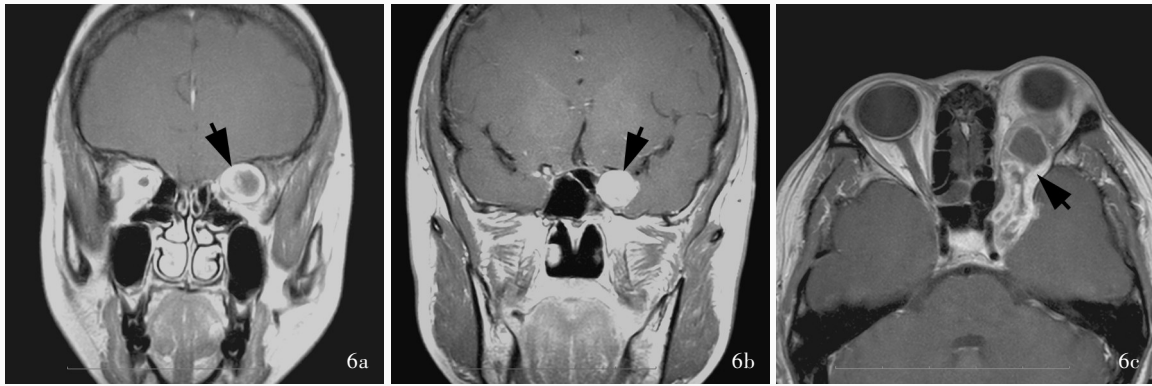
术前眼眶MRI检查所见 6a 冠状位增强T₁WI显示,肿瘤位于左侧眶尖外上区域,压迫眶尖结构,呈不均匀强化(箭头所示) 6b 冠状位增强T₁WI显示,病变累及左侧海绵窦,呈均匀强化(箭头所示) 6c 横断面增强T₁WI显示肿瘤位于左侧眼眶-海绵窦区域,经扩大的眶上裂沟通(箭头所示)
